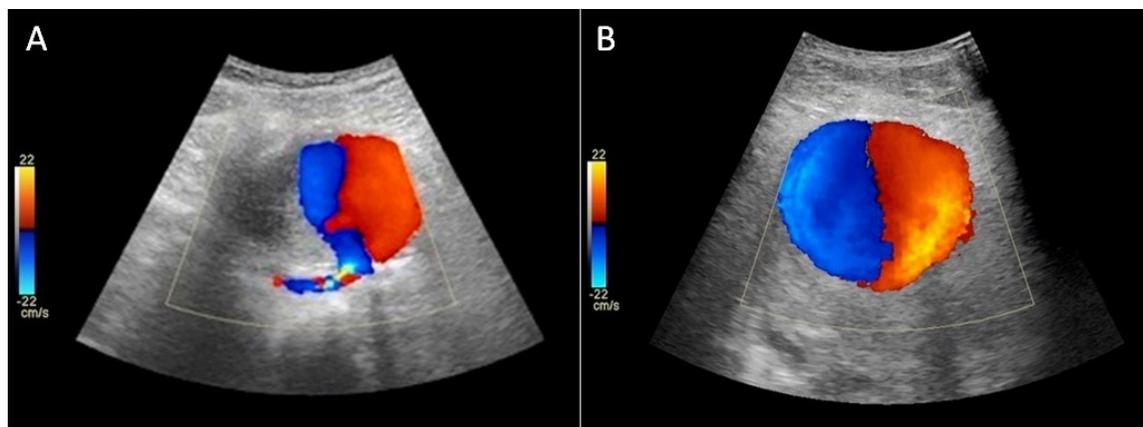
Eco-Doppler colorido arterial: (A) imagem longitudinal do aneurisma sacular em conexão com a artéria femoral superficial esquerda; (B) sinal do *yin-yang* indicando fluxo bidirecional dentro do aneurisma.
